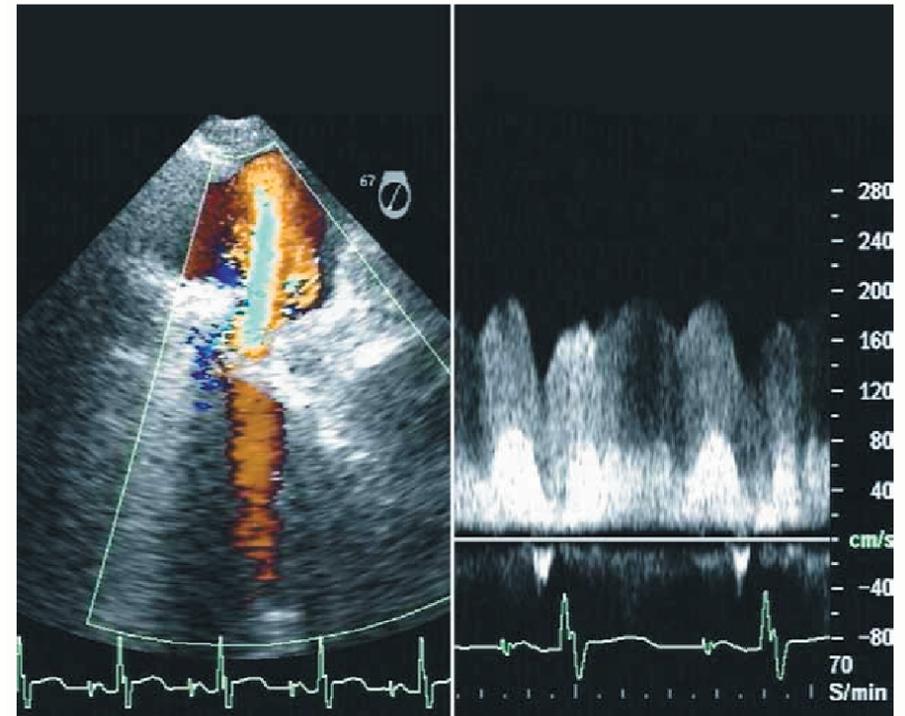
Schwere Pulmonalvenenstenose. Links: Turbulenter Fluss von der schwer stenosierten linken oberen Pulmonalvene (Farb-Doppler). Rechts: Dopplerbild derselben Pulmonalvene mit erhöhter Spitzengeschwindigkeit (annähernd 2 m/s), Verbreiterung des Spektrums und geringer phasischer Variation.
